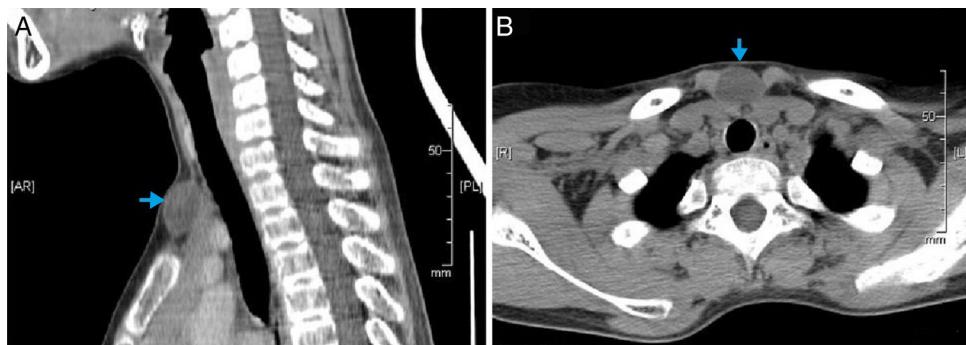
A, TC de pescoço sagital mostra o cisto (seta azul) na área supraesternal; B, TC axial com contraste do pescoço mostra o cisto e sua relação com a estrutura circundante.
